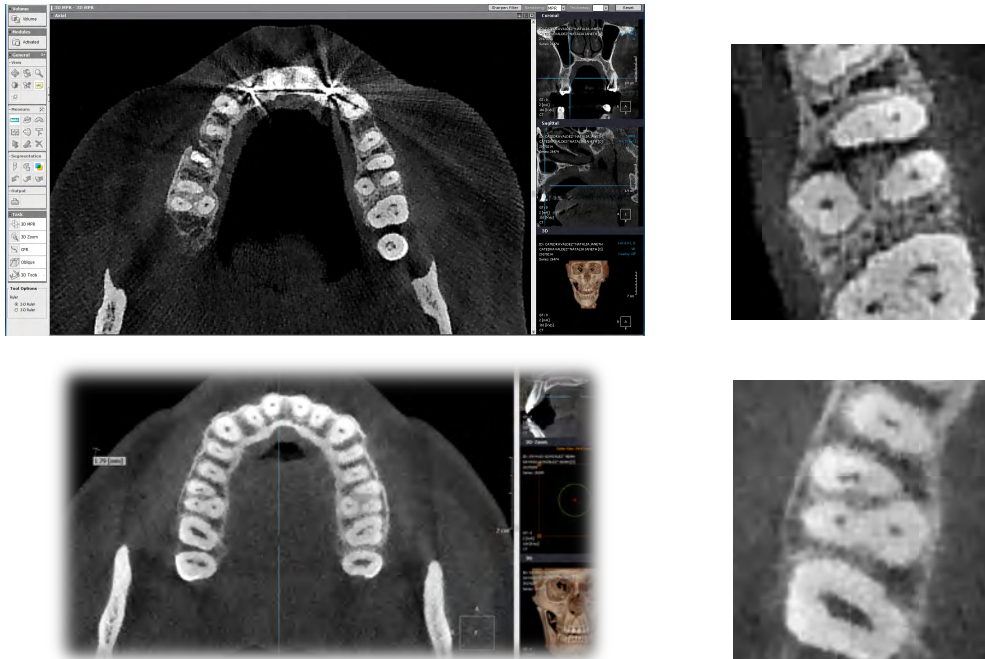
Localización del conducto MV2 de primer molar superior derecho mediante análisis de CBCT
